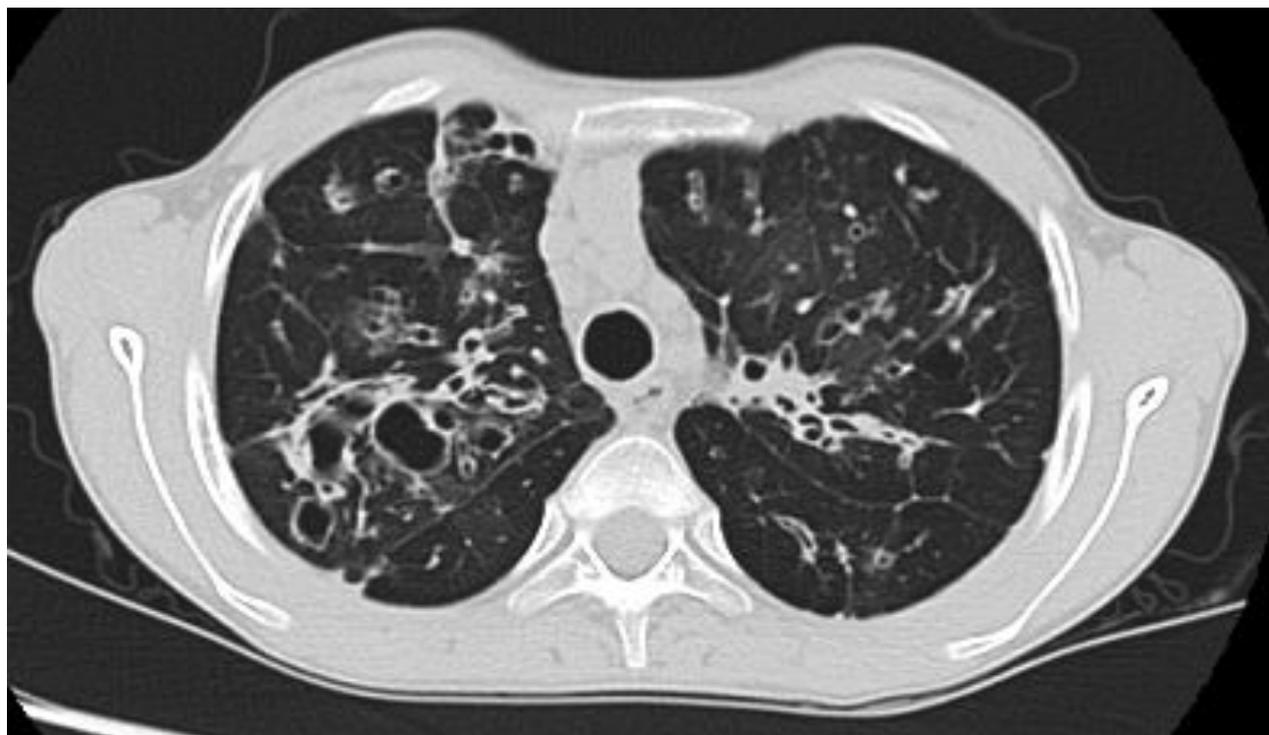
КТ-картина муковисцидоза у пациентки S.Q. после инфекции COVID-19
